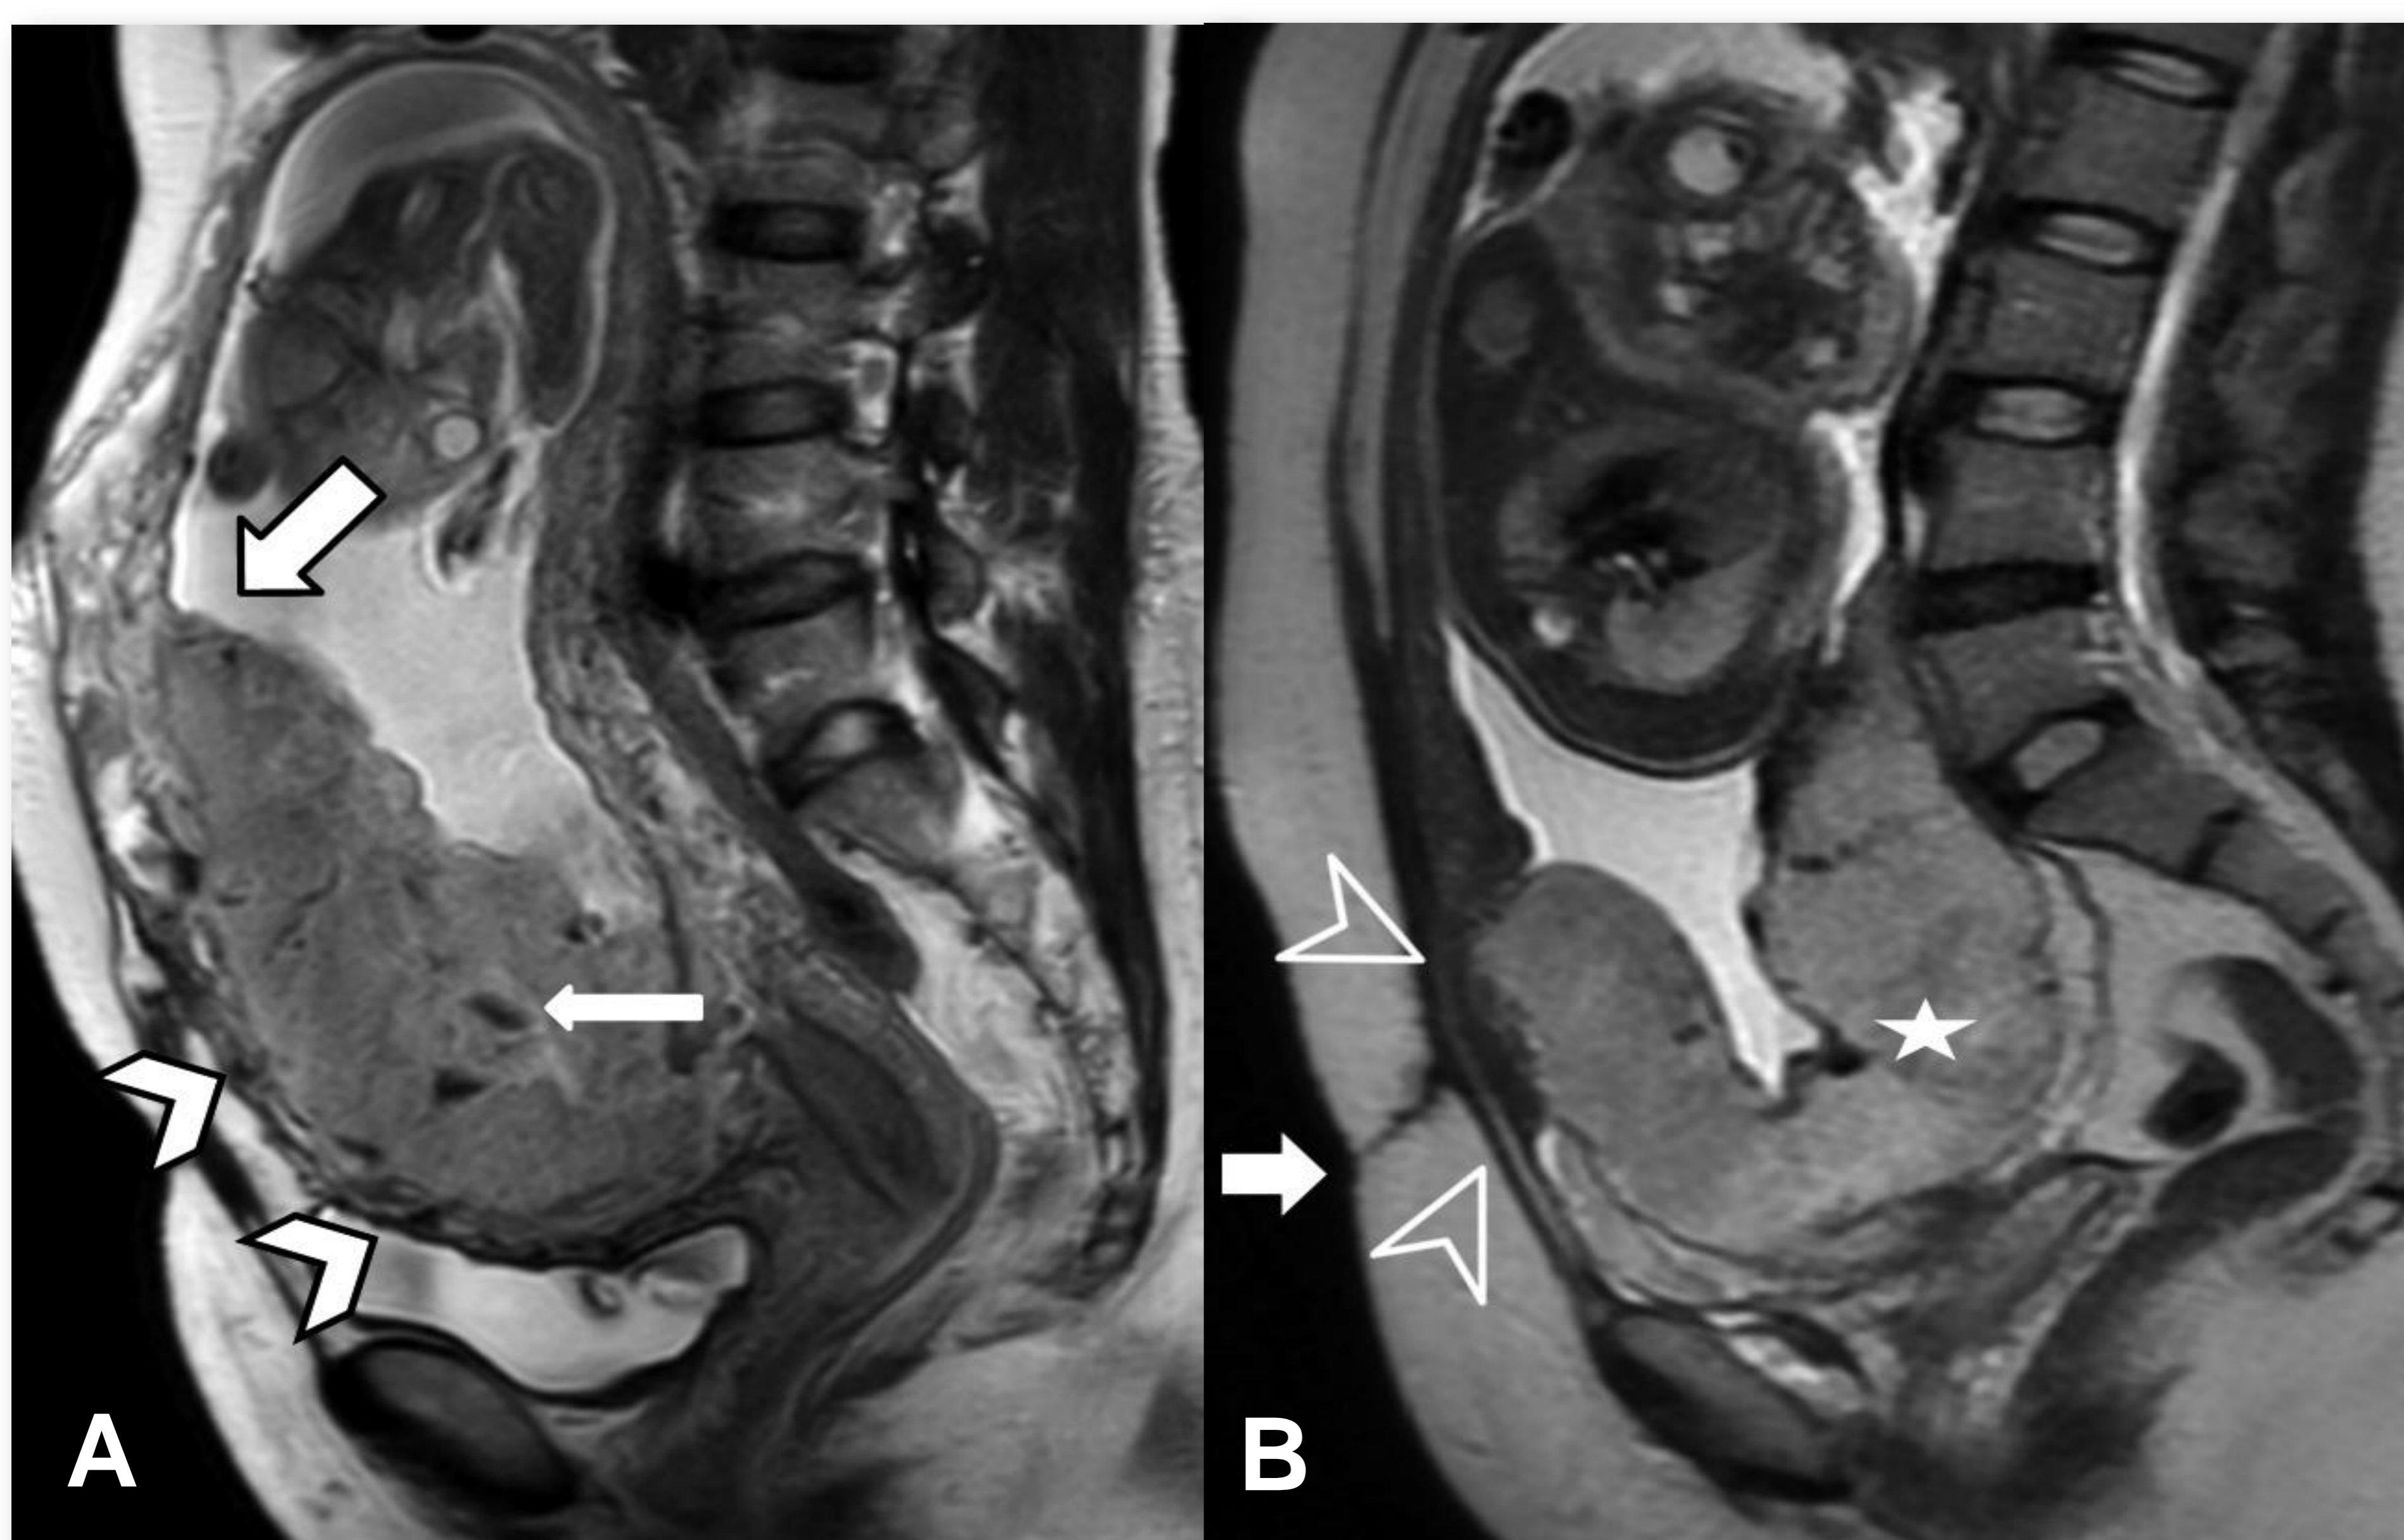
Pitfalls en el diagnóstico por RM del EAP.
